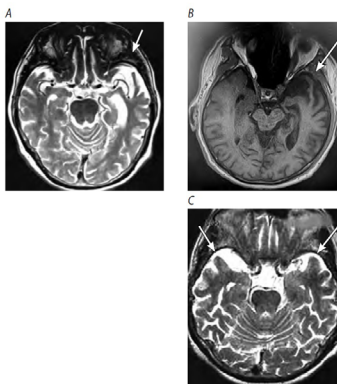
МРТ головного мозга при сППА. Стрелки – атрофия (А, В – асимметричная, С – симметричная) передних отделов височной доли [9].
